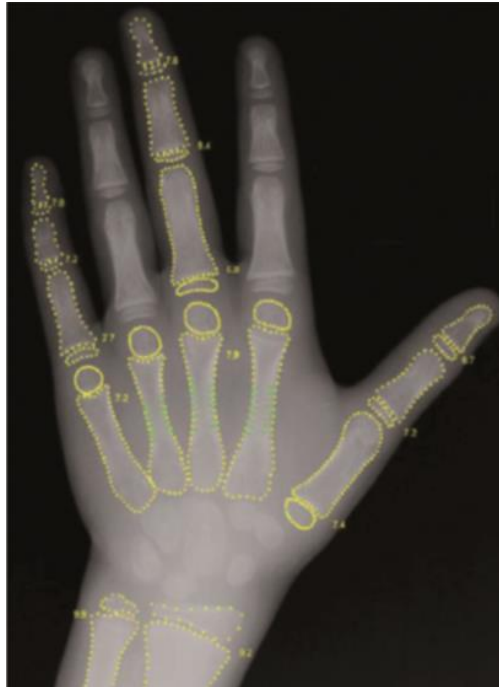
Radiografía de mano izquierda mostrando los contornos detectados por el método Bone-Xpert (65).
